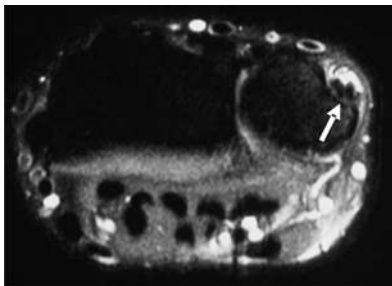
RM do punho no plano axial, ponderada em T2 com saturação de gordura. No sexto compartimento extensor nota-se uma ruptura longitudinal do tendão extensor ulnar do carpo, circundado por líquido em sua bainha (seta).
